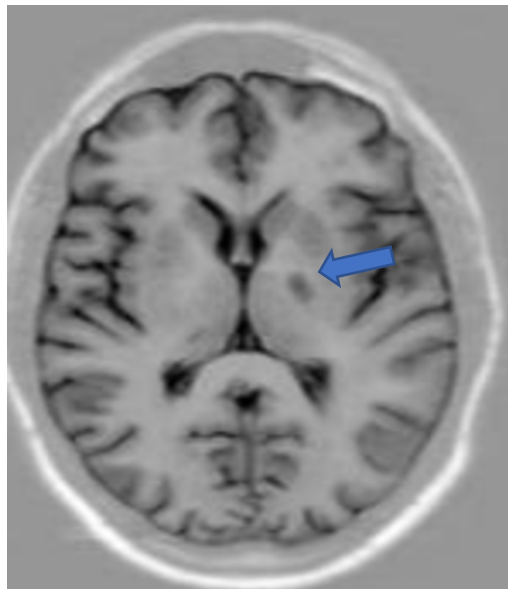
Imatge de RMN que mostra ictus lacunar capsular esquerre (fletxa blava).
